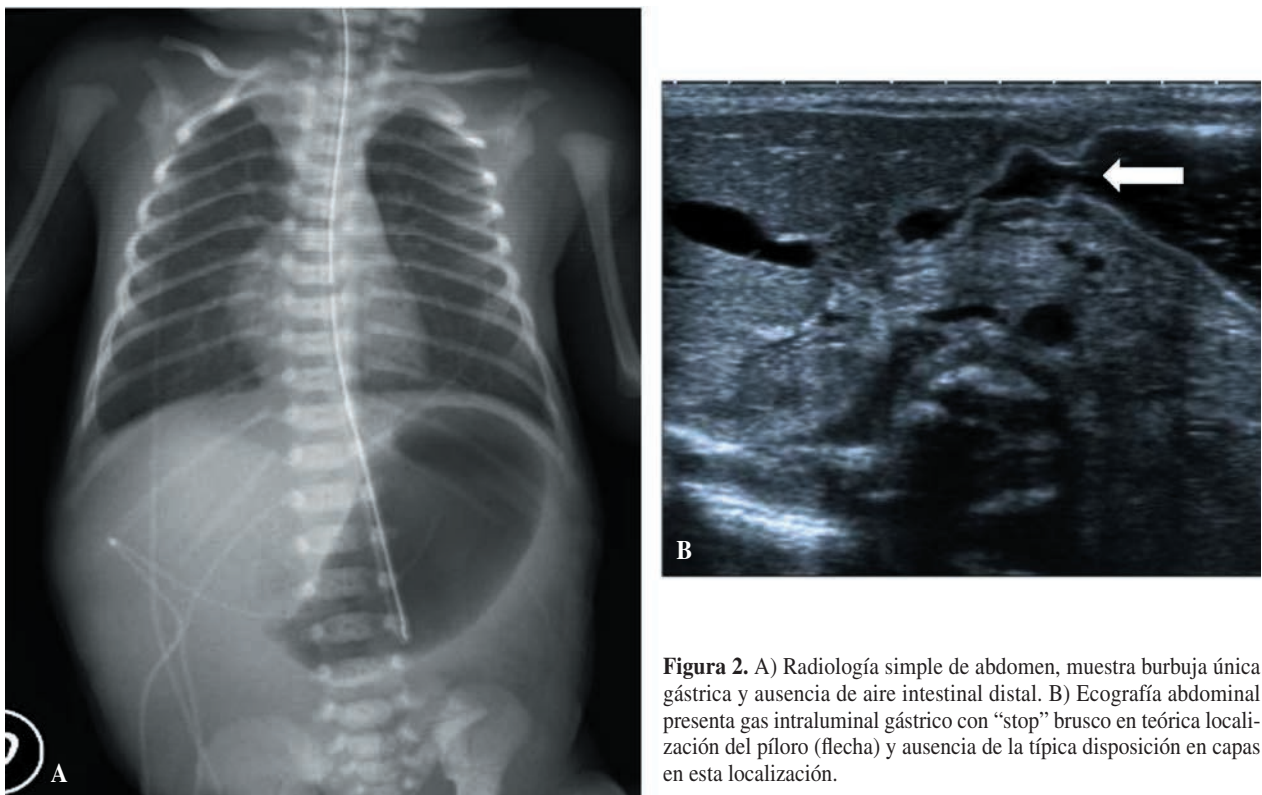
A) Radiología simple de abdomen, muestra burbuja única gástrica y ausencia de aire intestinal distal. B) Ecografía abdominal presenta gas intraluminal gástrico con “stop” brusco en teórica localización del píloro (flecha) y ausencia de la típica disposición en capas en esta localización.
